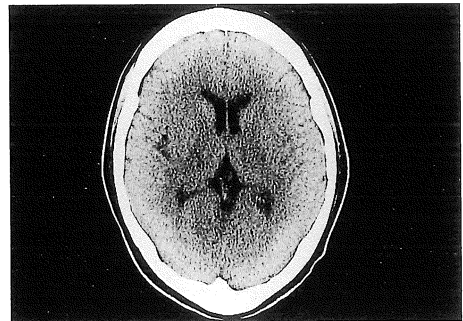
The low density areas in the thalamus and the posterior limb of the internal capsule have been improved on CT 31 days after the onset.
